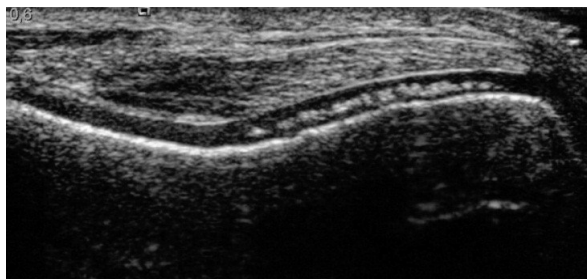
Ecografie a articulației genunchiului.
